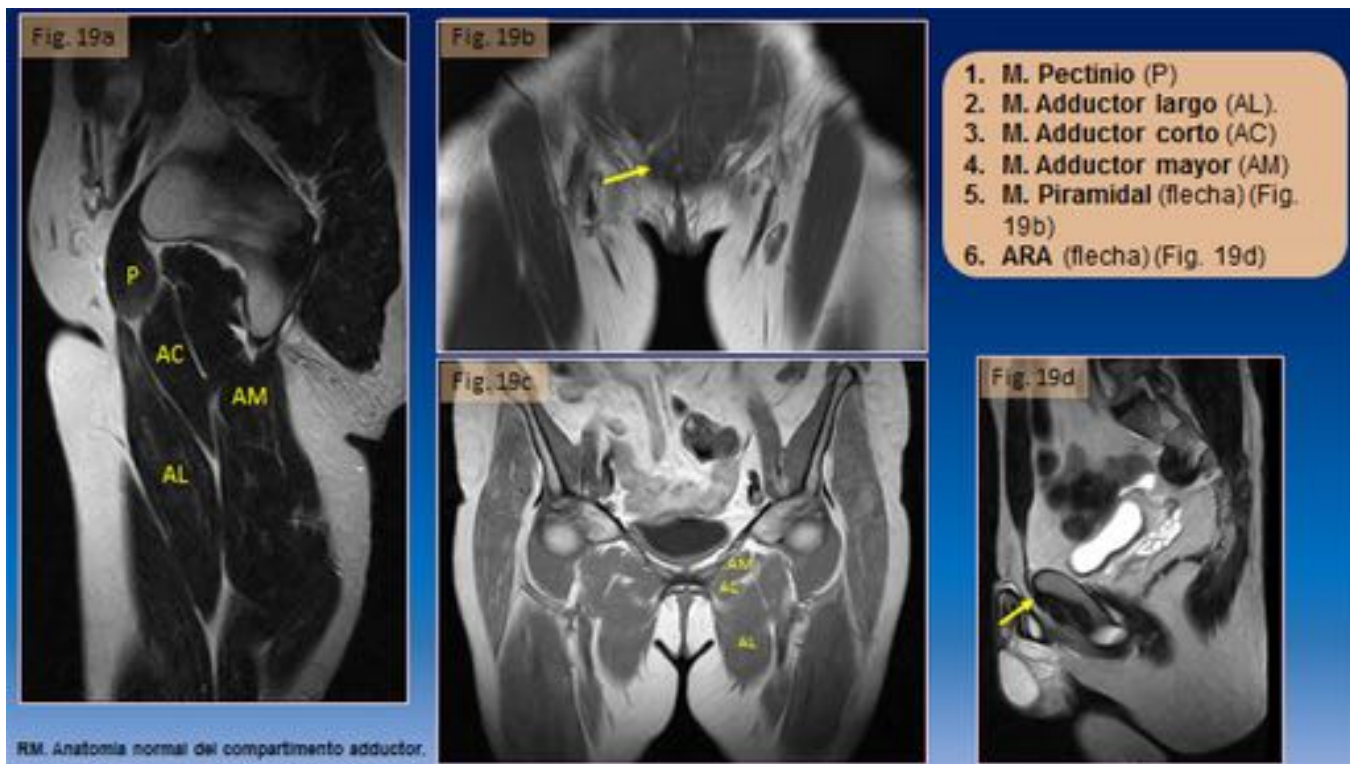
RM. Anatomía normal del compartimento adductor.
